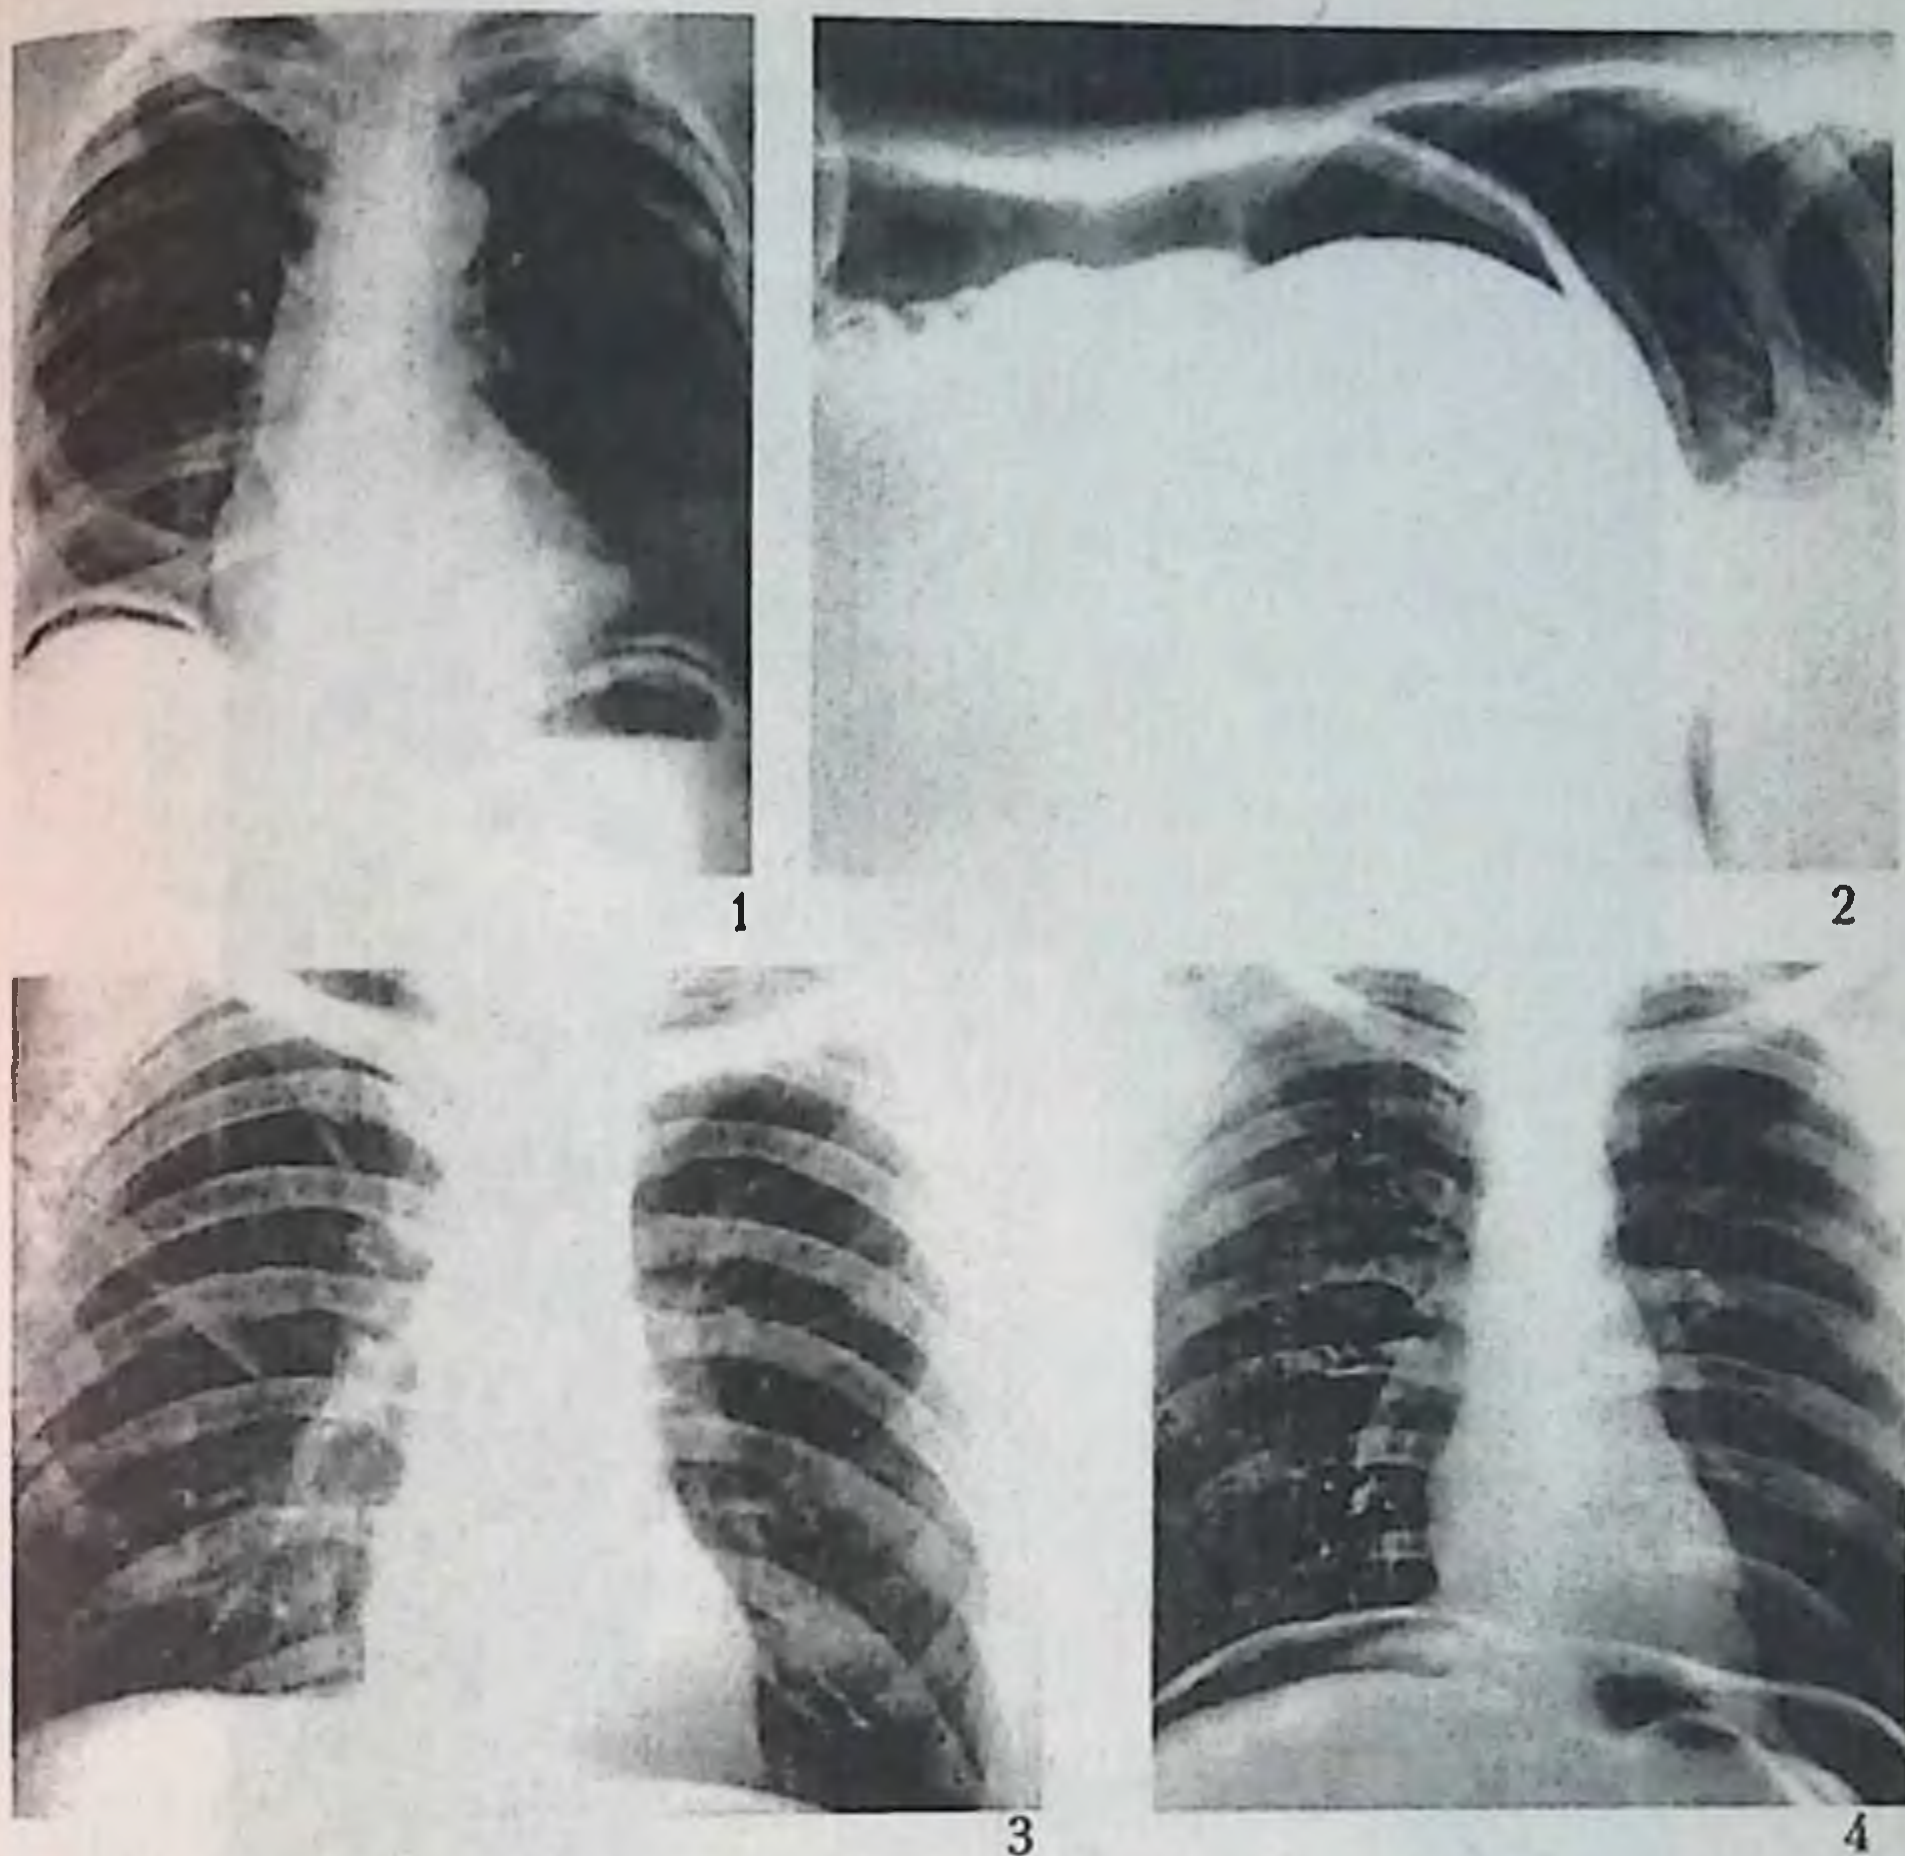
Обзорная рентгенография брюшной полости при перфоративных гастродуоденальных язвах.
